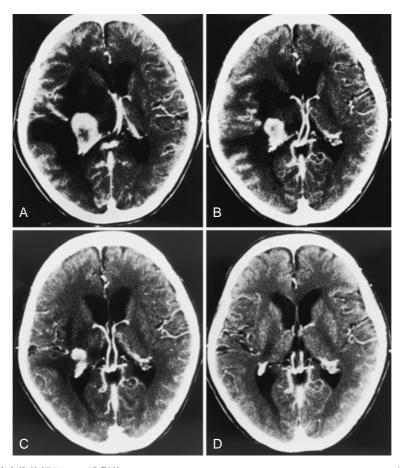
A: 摘出術後初回 CT(造影後). B: post steroid therapy. C: post MTX therapy(1クール目). D: post MTX therapy (3クール目).
